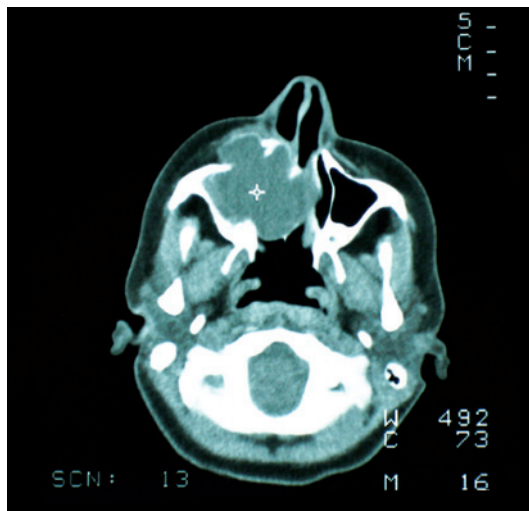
Tomografía axial computarizada en la que se observa el tumor y la destrucción de las paredes lateral y medial del seno maxilar.
